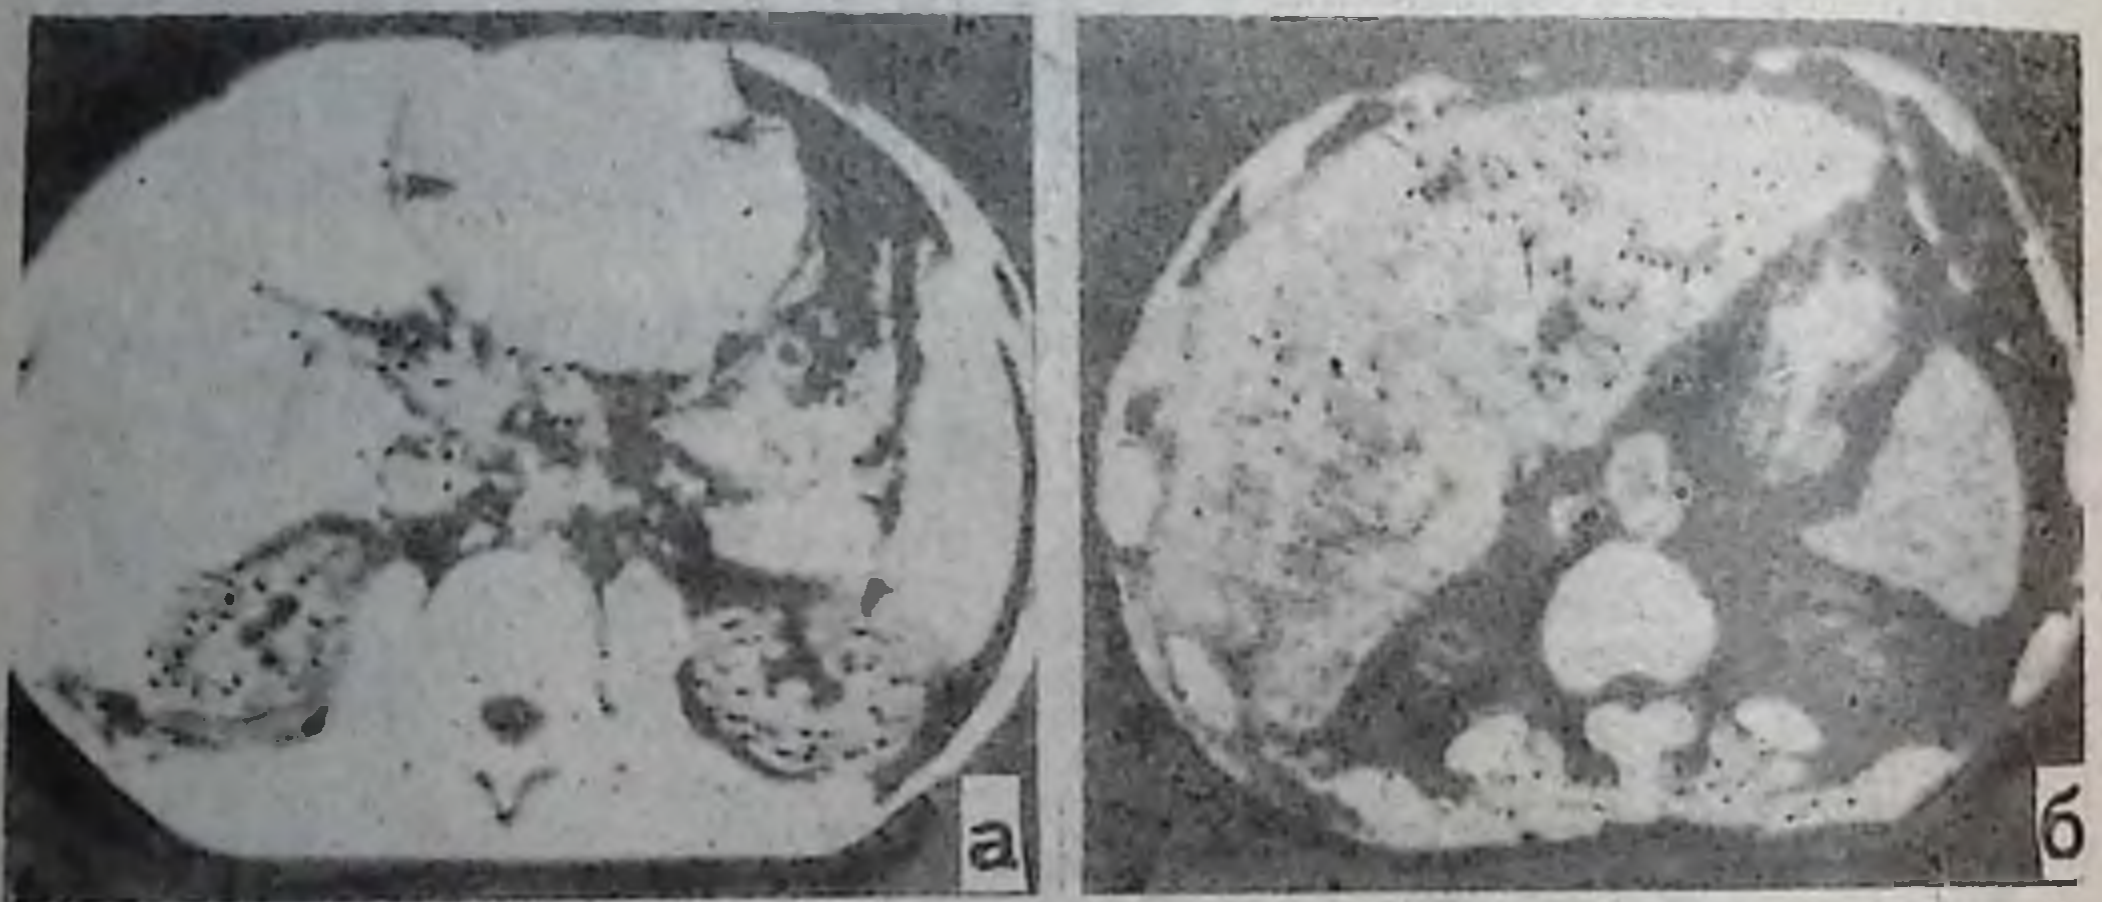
Компьютерная томограмма печени. Рак печени (по Г. А. Зедгенидзе):
